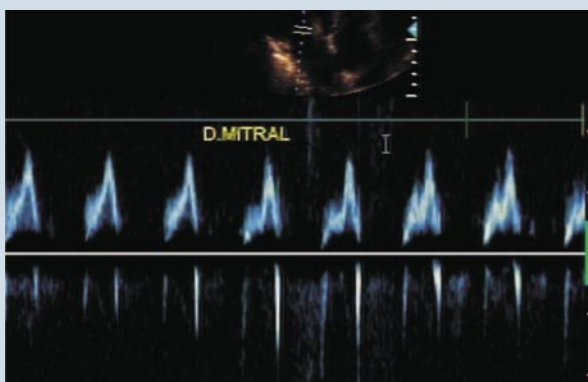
Doppler transmitral demonstrando padrão de alteração de relaxamento de VE.
